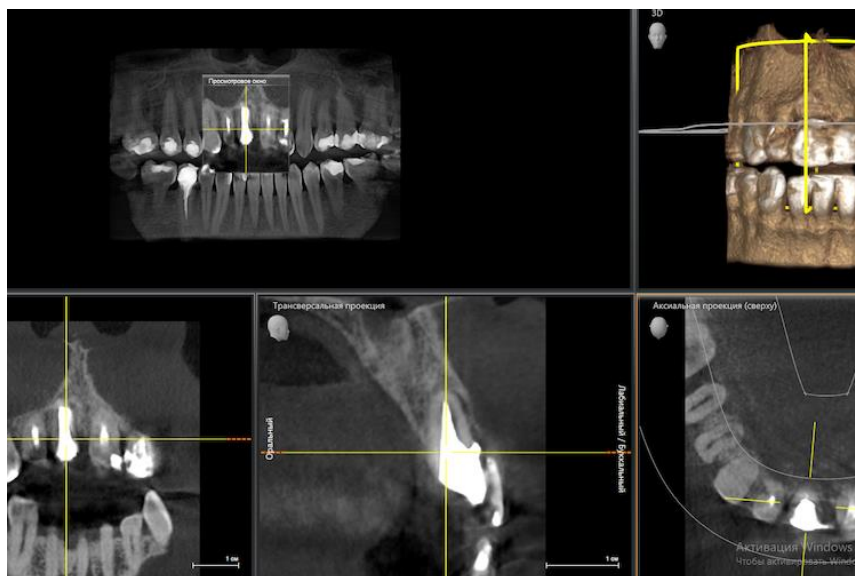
Аналіз знімків комп'ютерної томографії
